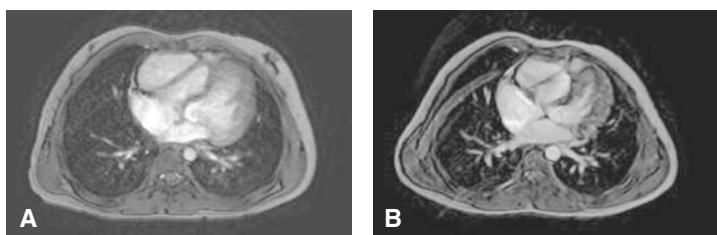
Resonancia magnética. Cuatro cámaras en gradiente eco “sangre blanca” en diástole (a) y sístole (b). Dilatación del VD con desviación paradójica del septum interventricular. Se observa nuevamente músculo papilar engrosado.
